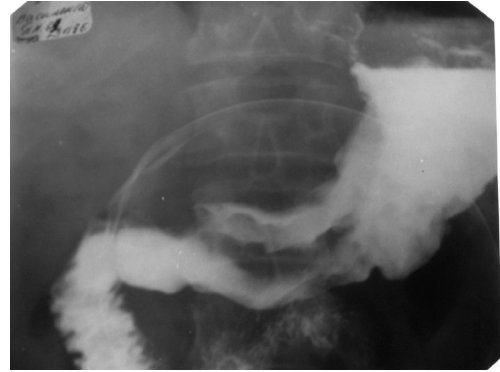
Обзорная рентгенограмма желудка спустя 3 месяца
